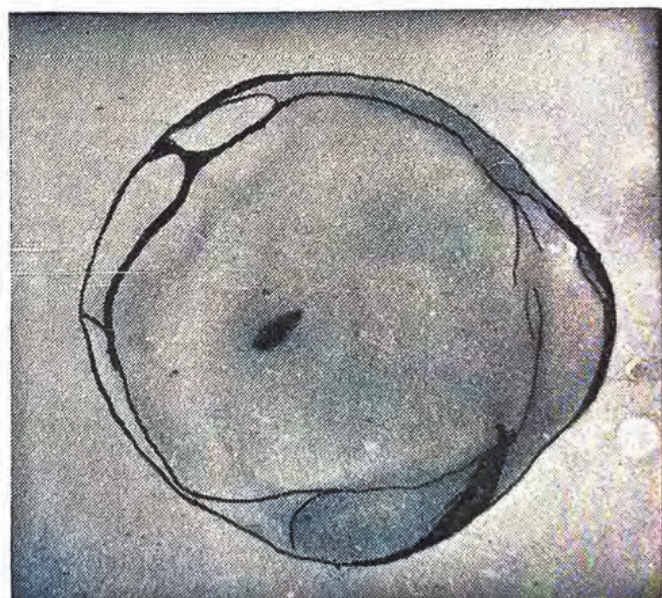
Radiografia ampliada da mesma peça. Corte sagital mostrando o corpo estranho rádio-opaco.
